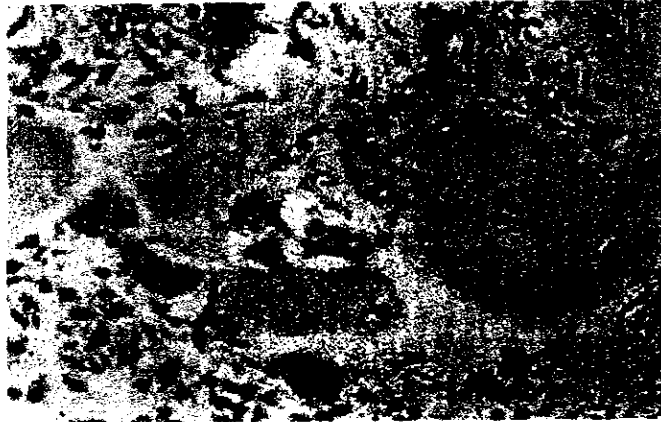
Corte histológico de una displasia cemento ósea periapical
